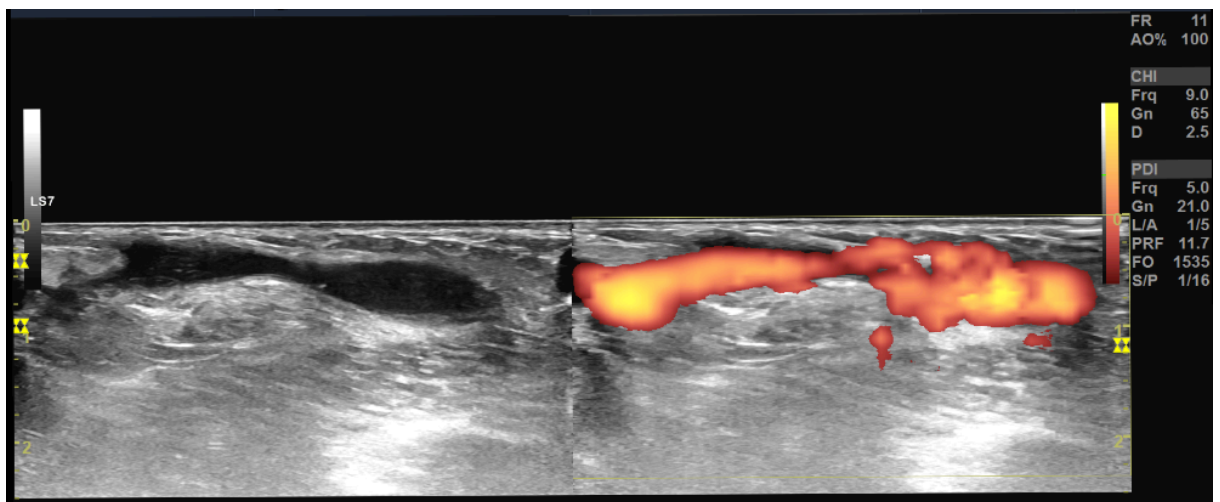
Échodoppler de la FAV en mode énergie, montre une sténose serrée post anastomotique de la veine de drainage
